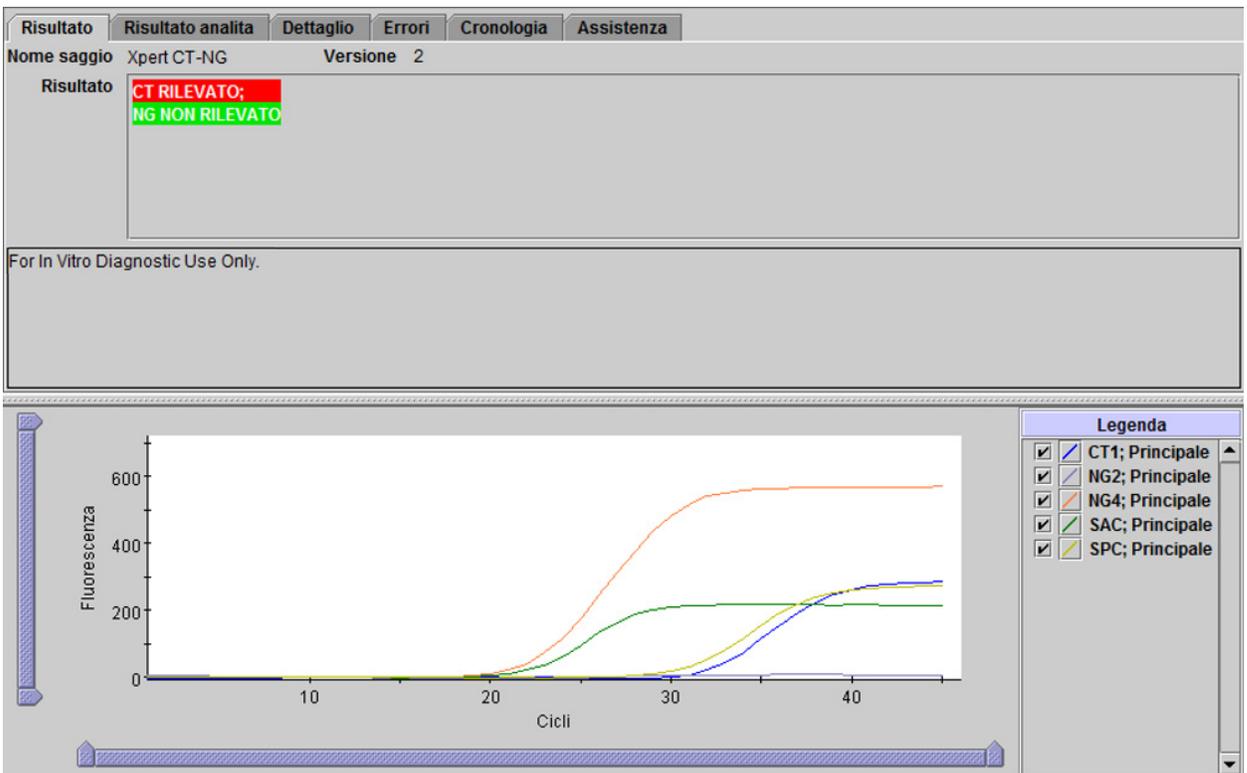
Xpert CT_NG - CT rilevato e NG non rilevato
